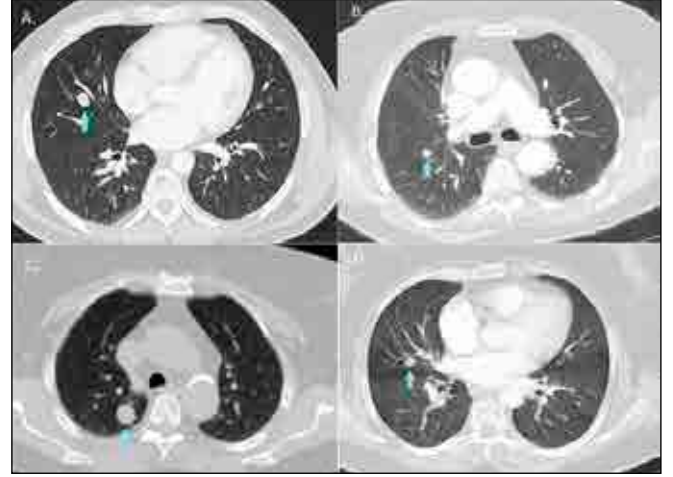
CT scans show nodular lesions with relatively smooth contours (arrows).
